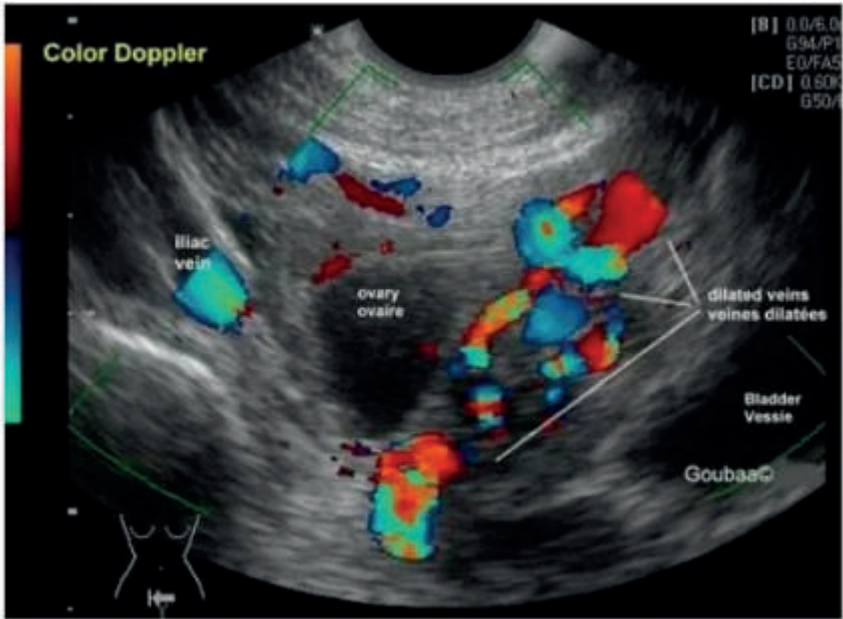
Ultrasonography image showing dilated and tortuous venous structures around the uterus and ovary
